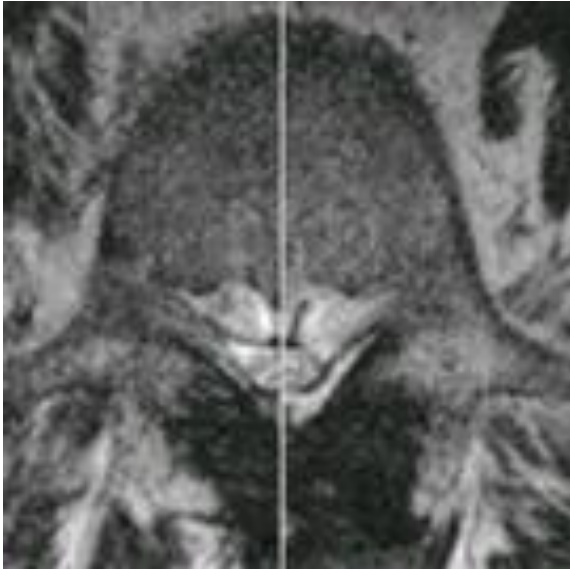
T2-gewichtete MRT-Aufnahme eines Patienten mit postoperativ positivem SedSign aufgrund einer epiduralen Lipomatose
